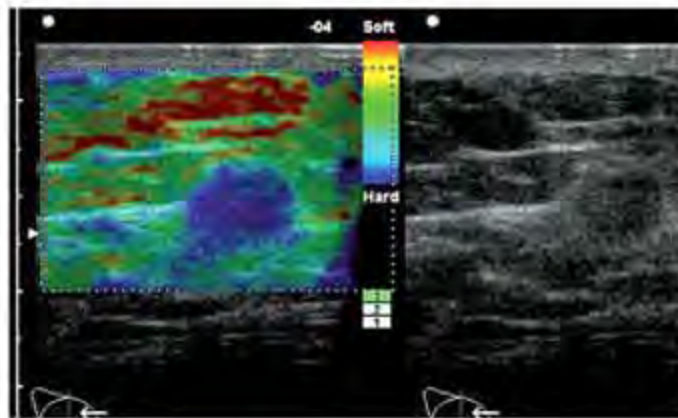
Escala de UENO 5. Lesión hipoeoica indeterminada de contornos no nítidos, categoría BI-RADS 4. La elastosonografía muestra una lesión no elástica que ocupa un área mayor que la lesión vista en ecografía modo-B. Diagnóstico: carcinoma ductal infiltrante (cortesía del Dr
